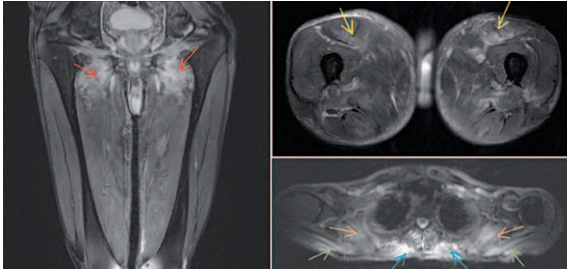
Ressonância magnética (RM) dos membros inferiores – Área de hipersinal em T2 nos músculos curto adutor e obturador externo bilateral (setas vermelhas) rectos femorais (setas amarelas), trapézios (setas azuis), subescapulares (setas laranja) e infra-espinhosos (setas verdes), traduzindo áreas de edema.
